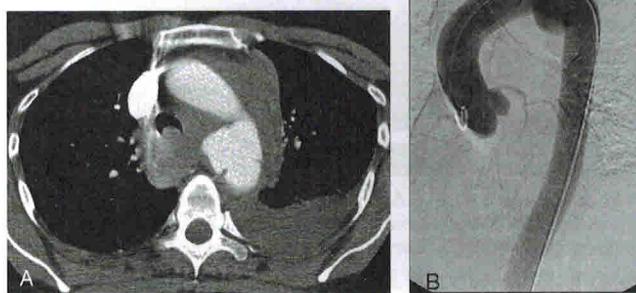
КТ (А) и обычная ангиограмма (В) больного с обширным травматическим повреждением аорты. Обратите внимание на наличие периферальной гематомы и гемоторакса, а также непосредственно визуализированной травматической псевдоаневризмы
